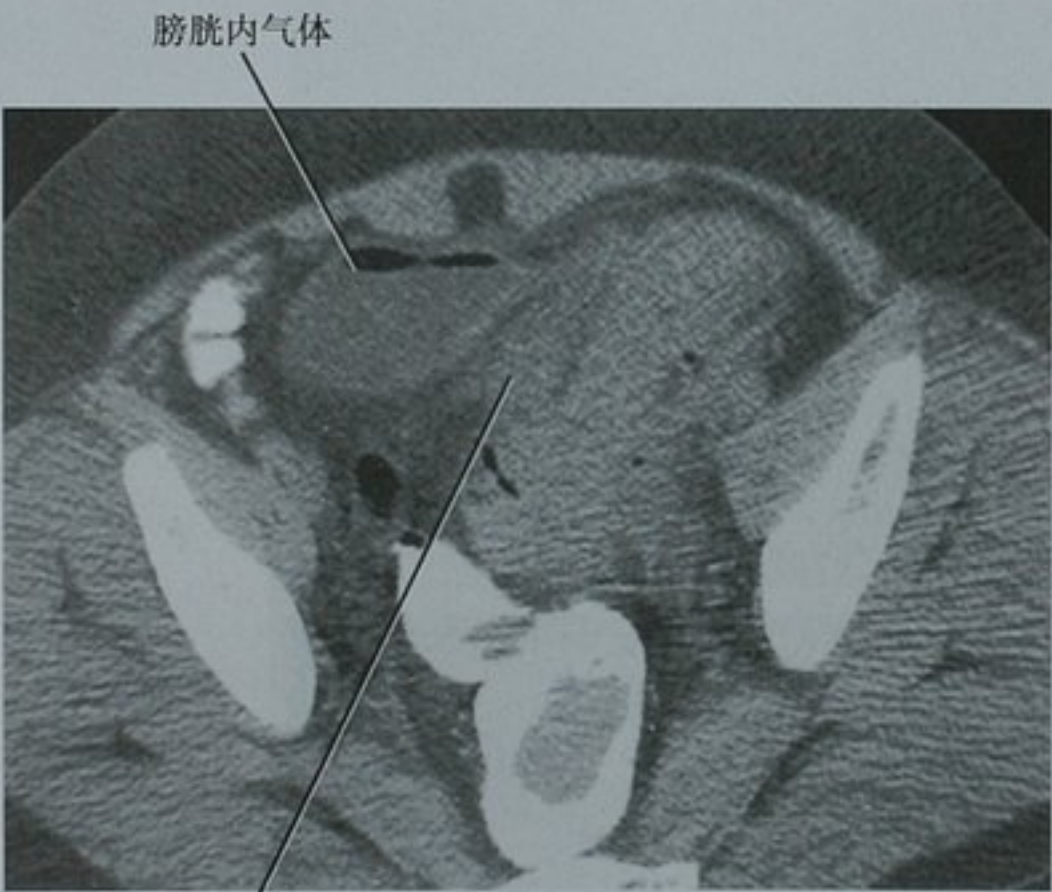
CT 横断位图像评估憩室炎。患者无膀胱置管病史，膀胱内气体证实为结肠膀胱瘘引起。膀胱被有炎症的乙状结肠推移至右侧
